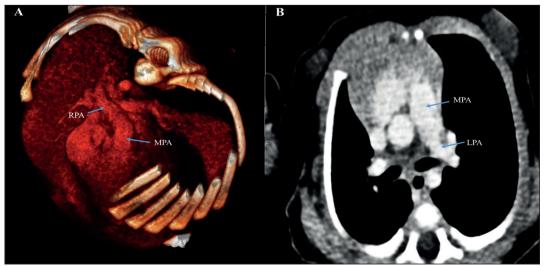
Angiografía por tomografía computarizada. (A) Caso 1. Ausencia de rama pulmonar izquierda con reconstrucción de imagen 3D. (B) Caso 2. Ausencia de rama pulmonar derecha. MPA: Tronco pulmonar o arteria pulmonar principal; LPA: Rama pulmonar izquierda; RPA: Rama pulmonar derecha.
